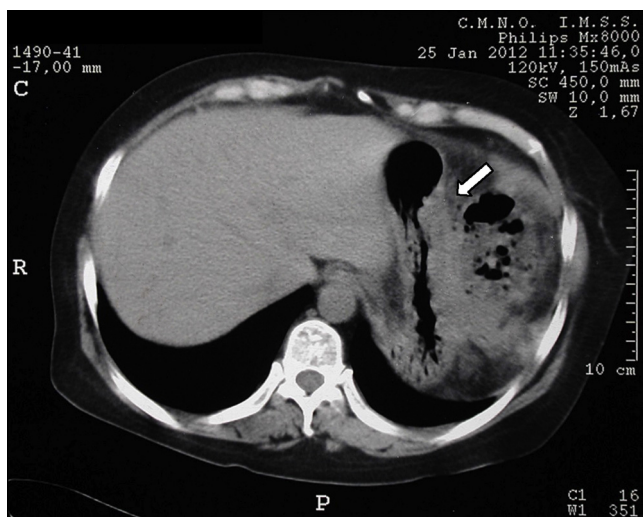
Tomografía axial computada con reacción xantogranulomatosa en curvatura mayor de estómago.
